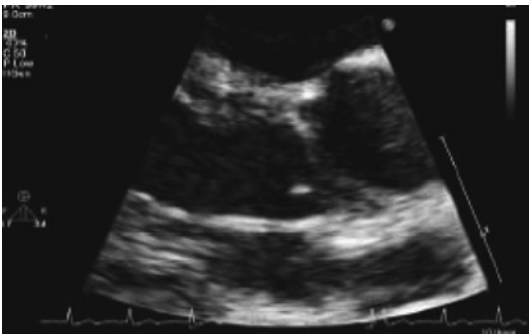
経胸壁心臓超音波検査で大動脈弁に疣贅が疑われた
